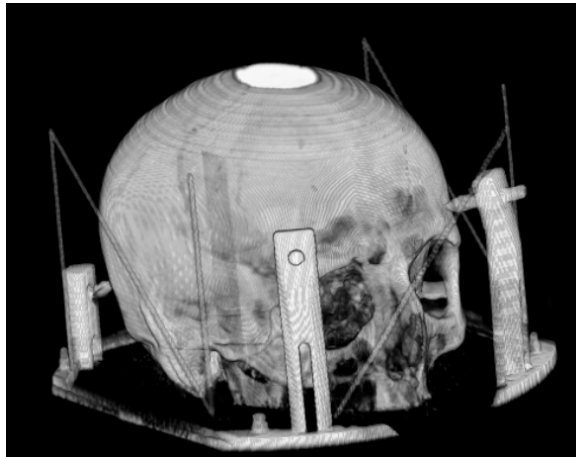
Visualización 3D a partir de una imagen de tomografía computarizada de un paciente con marco estereotáxico.
